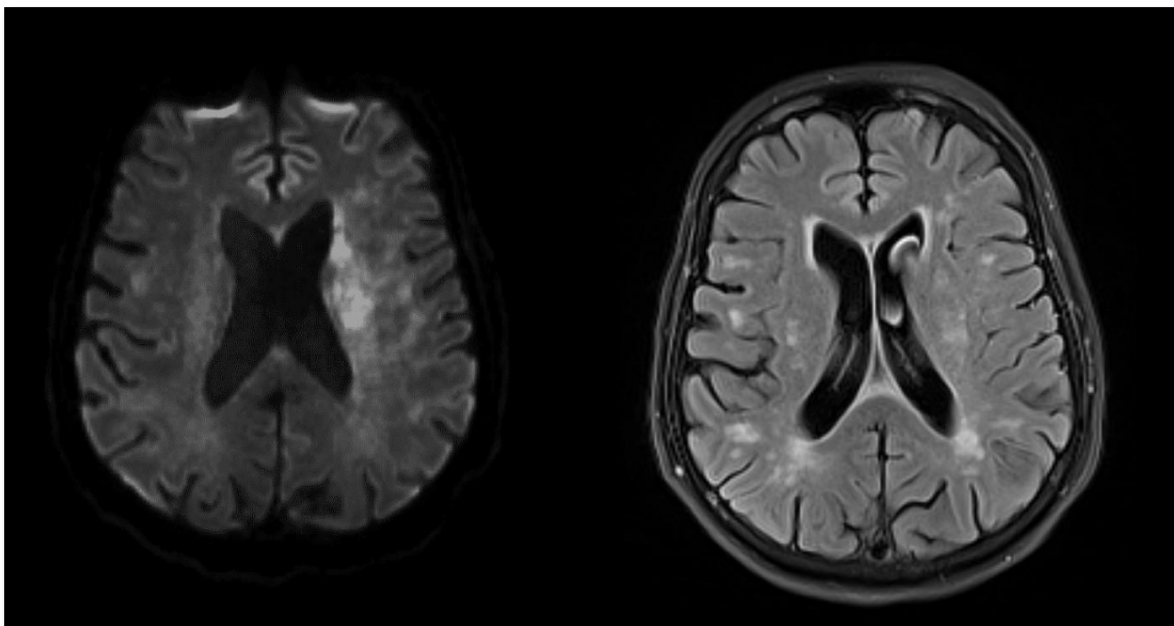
DWI links und FLAIR rechts: Die DWI-Restriktion im Caput nucl. caudati und in der Corona radiata stellt sich in der FLAIR nicht demarkiert dar.
